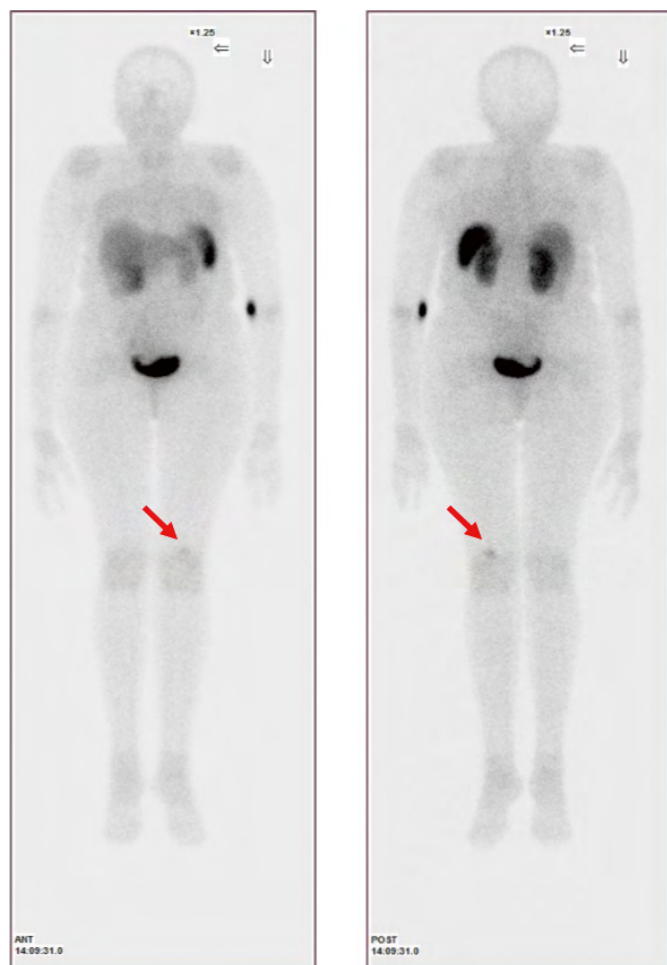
Планарная сцинтиграфия с ^{99m}Tc -тектротидом пациентки Г. Комментарий: очаги физиологического накопления радиофармпрепарата в печени, сердце, почках, месте инъекции. Патологический очаг в левой коленной области.
